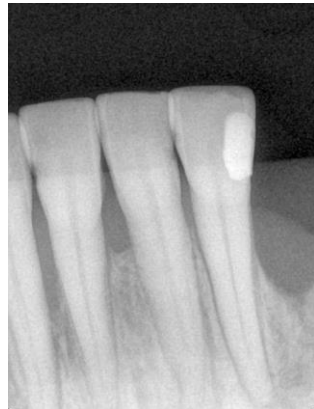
Radiografia periapical dos dentes 31, 32 e 41.
